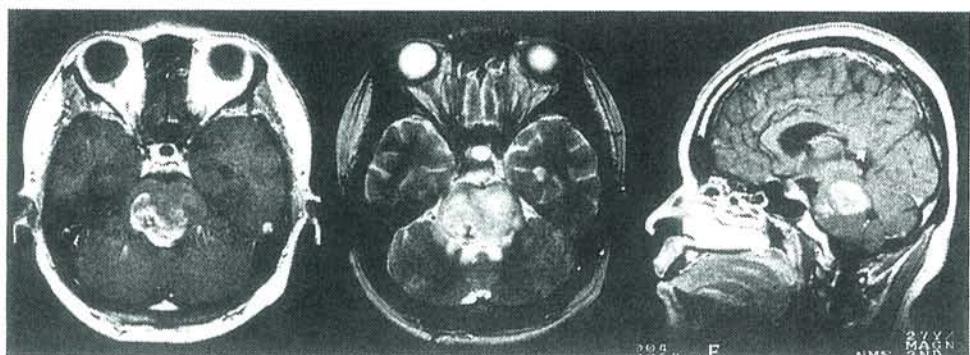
症例 1 の術後 2 ヶ月の MRI (放射線療法と 1 回目の化学療法後)
